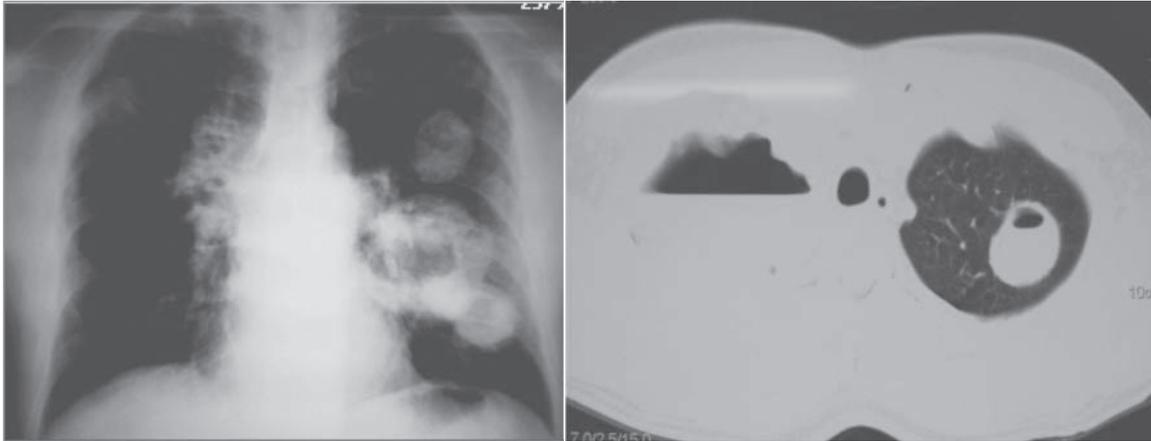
Radiografia e tomografia de tórax mostrando massas escavadas
